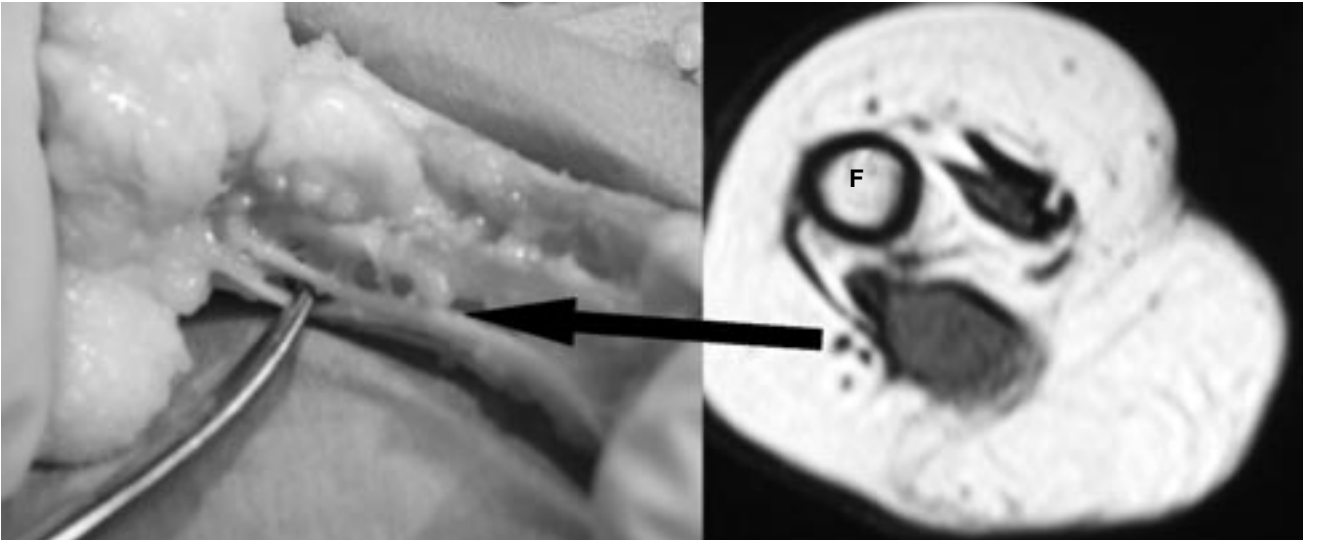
(a) Cilt ve ciltaltı doku eksize edildikten sonra ampute bacağın görüntüsü. Kas tendon ünitelerinin bir kısmı görüyor. (b, c) A'daki klinik görüntüye yakın seviyelerden geçen sagittal manyetik rezonans kesitleri. F: Fibula; T: Topuk kısmı.
